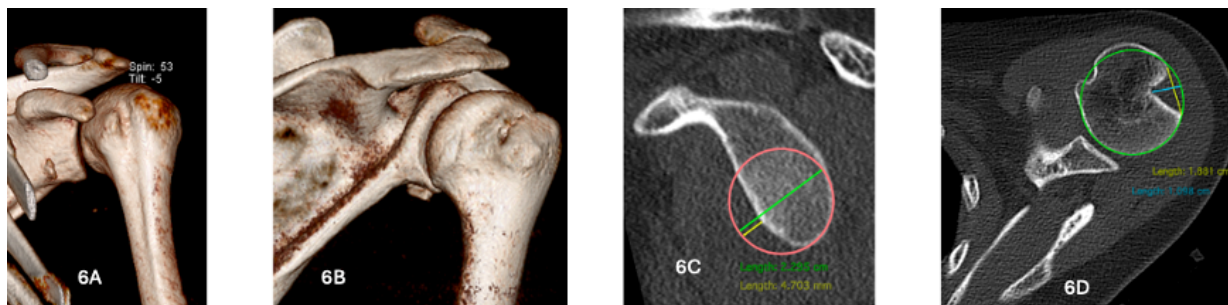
imagen 6.A y 6.B muestran una visión de TAC 3D en donde podemos observar un defecto óseo glenoideo y presencia de Hill Sachs respectivamente. Imagen 6.C y 6.D muestra la presencia de un defecto óseo glenoideo y Hill Sachs en imagen de TAC 2D.
